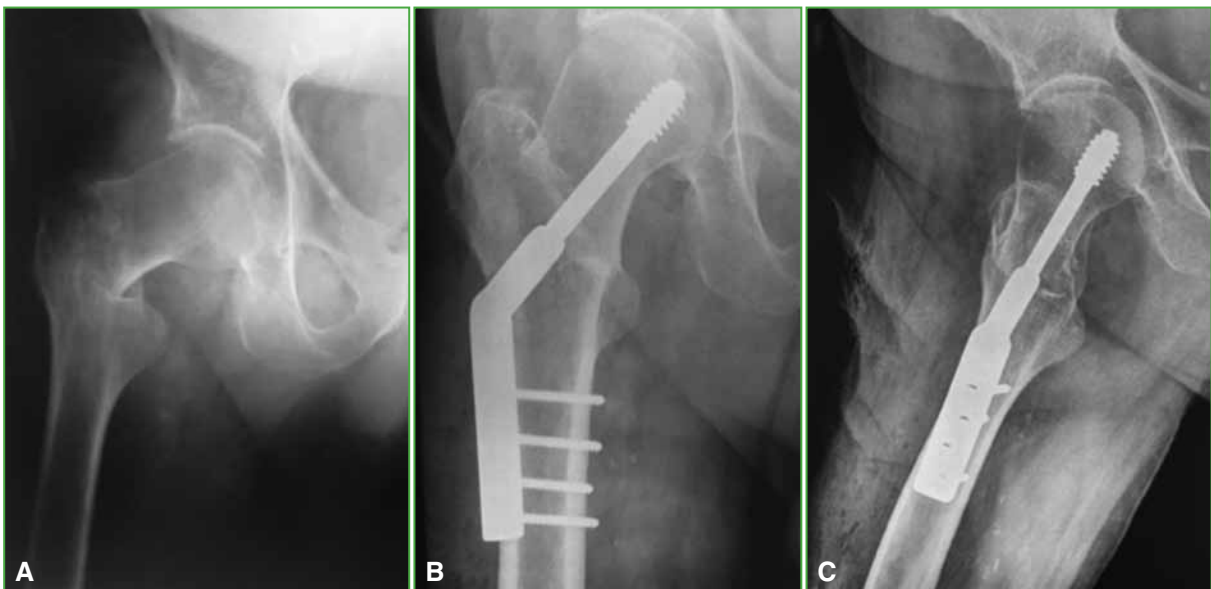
Radiografías de un paciente de 71 años. A. Fractura lateral de cadera derecha. B. Proyección de frente. Osteosíntesis con sistema placa/tornillo deslizante. Se observa el tornillo deslizante en posición inferior. C. Proyección de perfil. Se visualiza el tornillo en posición posterior.
